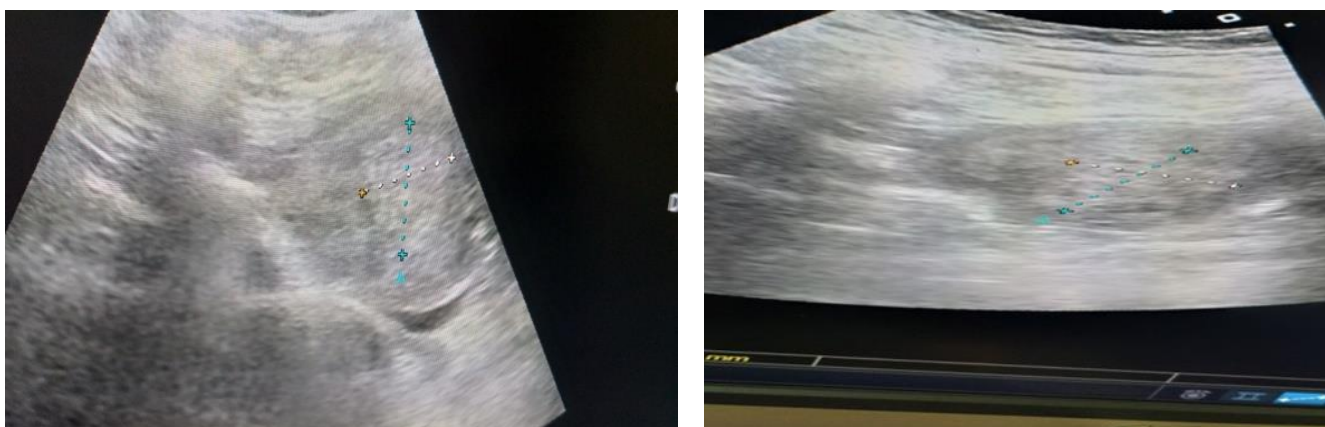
УЗИ больной Г, 61 год, с диагнозом РТМ - матка увеличена до размеров 8,4х3,6х6,5 мм, полость расширена, эндометрий неоднородный. Края неровные, в полости матки определяется образование с гиперэхогенной структурой размерами 2,8х3,6см. Заключение – с-г эндометрия.
